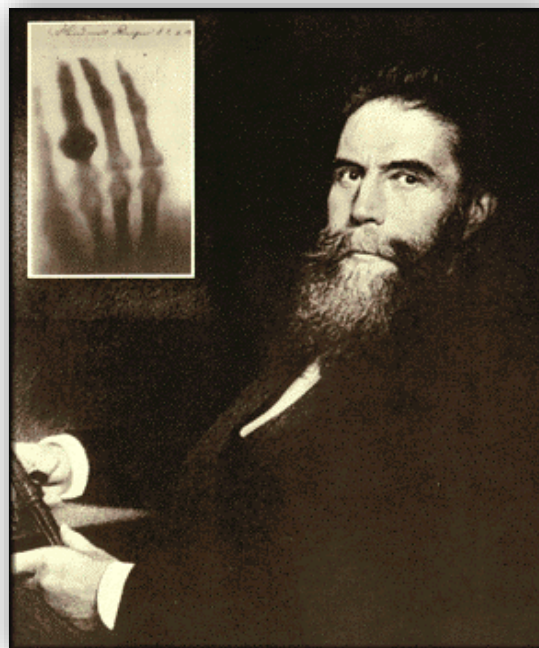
Wilhelm Konrad Röntgen e la celebre mano radiografata di sua moglie
